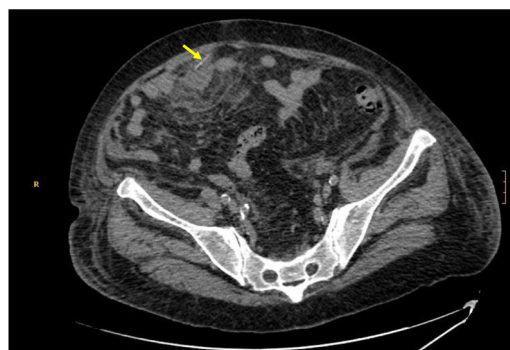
Imagen de TAC donde observamos a nivel de fosa iliaca derecha un cuerpo extraño lineal de densidad calcio (indicado con flecha amarilla) que se corresponde con espina de pescado. El color de la figura solo puede apreciarse en la versión electrónica.
